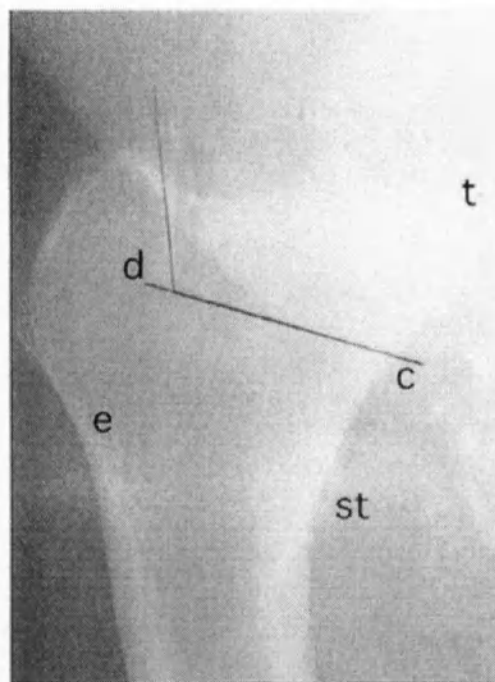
Рентгеновский снимок с отметками
